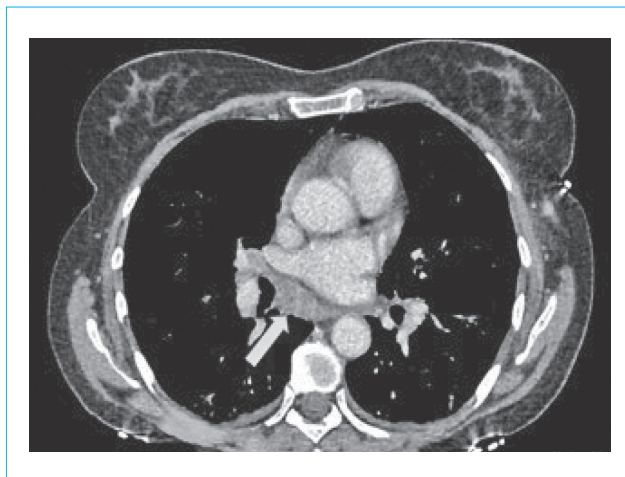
МСКТ органов грудной клетки пациентки М., 56 лет: внутригрудная лимфаденопатия; на уровне сканирования (указано стрелкой) определяются увеличенные парааортальные лимфатические узлы размером до 14 мм; также при исследовании обнаружены множественные паратрахеальные, бифуркационные, бронхопульмональные узлы размером до 16 мм
